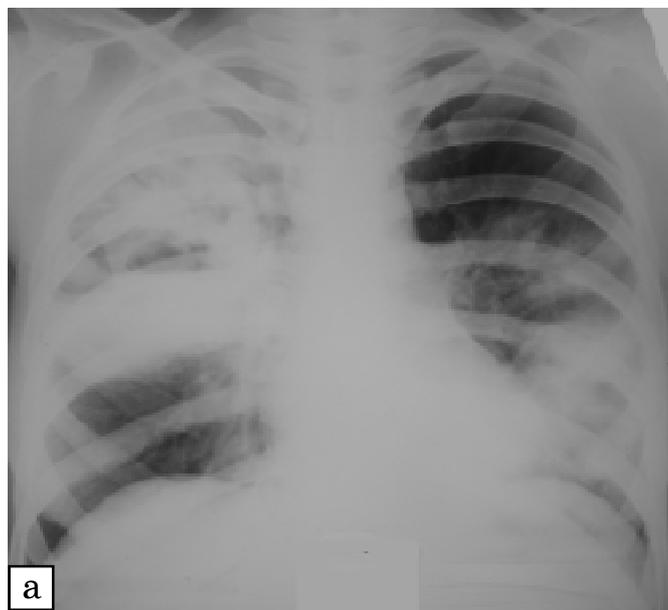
Рентгенограма хв. Б., 34 р.: а — справа у верхній частці на фоні запальної інфільтрації видно порожнину абсцесу округлої форми з відносно чіткими контурами, невеликими рівнями рідини; зліва в середньому та нижньому відділах — затемнення середньої інтенсивності без чітких меж; б — при динамічному спостереженні через 7 діб визначається позитивна динаміка у вигляді зменшення порожнини абсцесу справа та інфільтрації зліва
